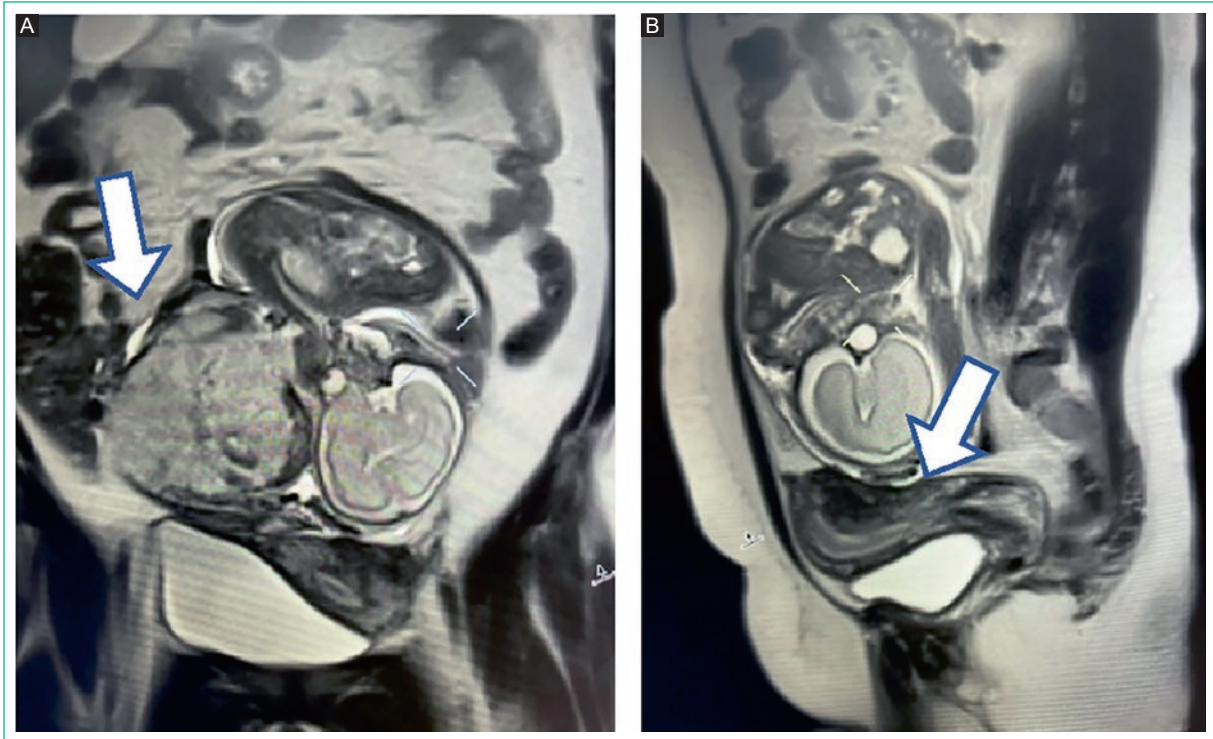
Evaluación por resonancia magnética imagen T2 coronal (A) y sagital (B) donde se muestra embarazo extrauterino con placenta en fosa ilíaca derecha, producto central con cavidad uterina vacía (flecha sólida blanca).
